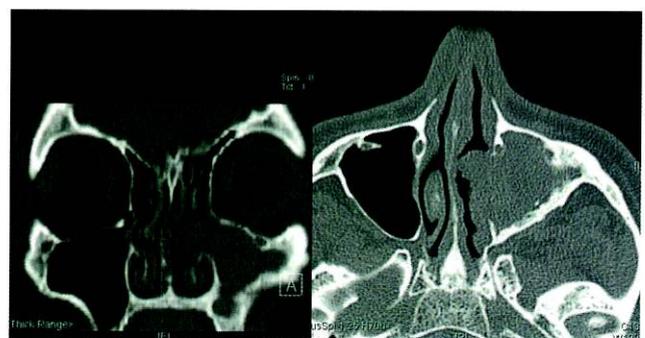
Corte axial y coronal de TAC, en el que se aprecia una ocupación completa del seno maxilar izquierdo por una sustancia con densidad de partes blandas que se extiende hacia fosa nasal izquierda con una ampliación del complejo osteomeatal superior.
